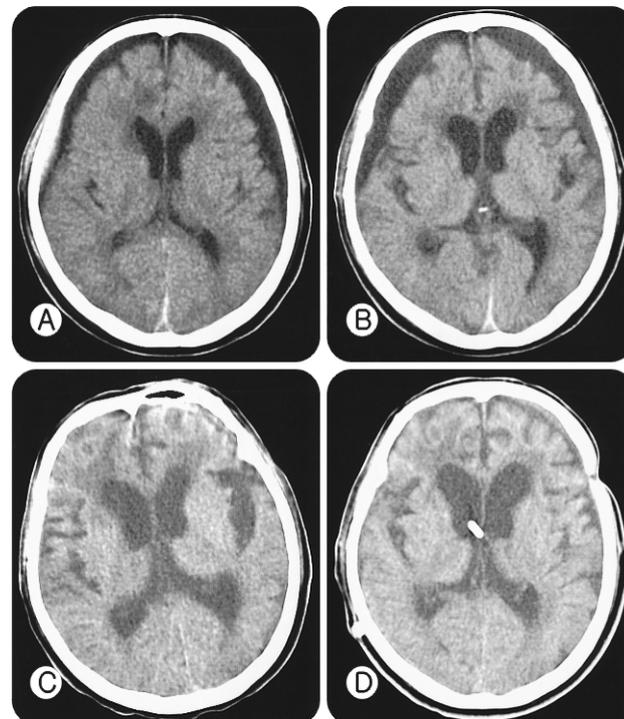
Representative neuroradiological studies obtained in a patient with external hydrocephalus. A: Initial CT scan demonstrating the developed bilateral subdural hygroma. B: Follow up CT scan (28 days after head trauma) shows further increased subdural hygroma and further enlarged ventricles. C: Follow up CT scan (1 month after the burr hole drainage) shows enlarged ventricles with periventricular lucency. D: CT scan after the shunt operation.
